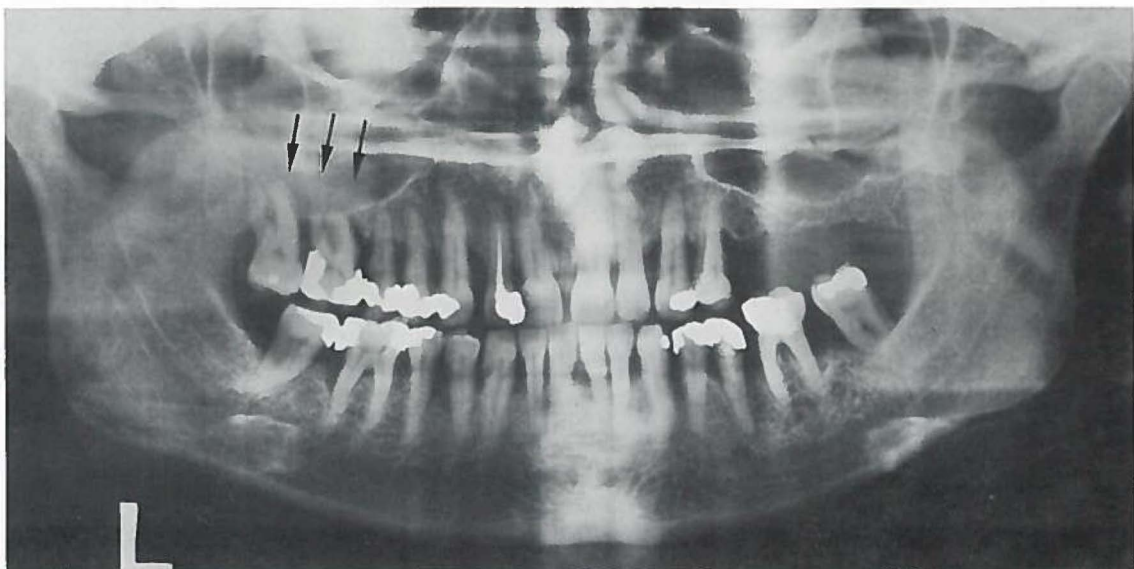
Orthopantomogram bij dezelfde patiënt. Duidelijke zwelling van het slijmvlies op de bodem van de sinus als reactie op zeer diepe tandvleespockets (infrabony pockets).
